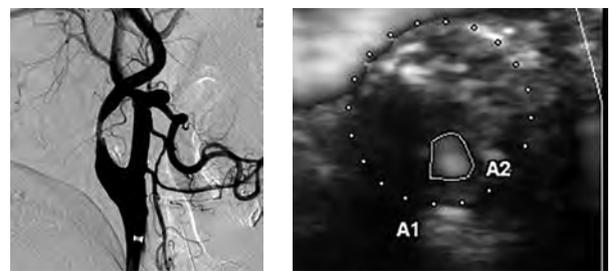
Case 2, A: angiography before CAS, B: sonography before CAS, C: angiography after CAS, D: sonography after CAS
